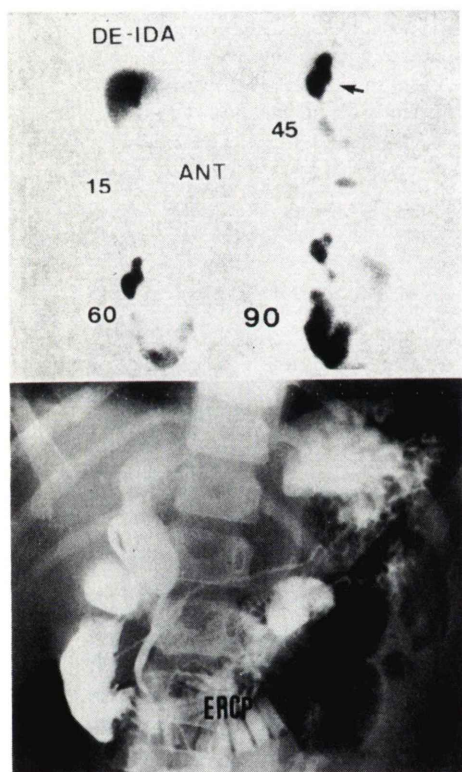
Hepatobiliary scintigraphy and endoscopic retrograde cholangiopancreatography in case 4 with congenital dilatation of the choledochus. The hepatobiliary scan demonstrates a prompt filling of the gallbladder and a prompt excretion of the radiotracer into the choledocus an entire pathway of which is not shown morphologically (black arrow).
